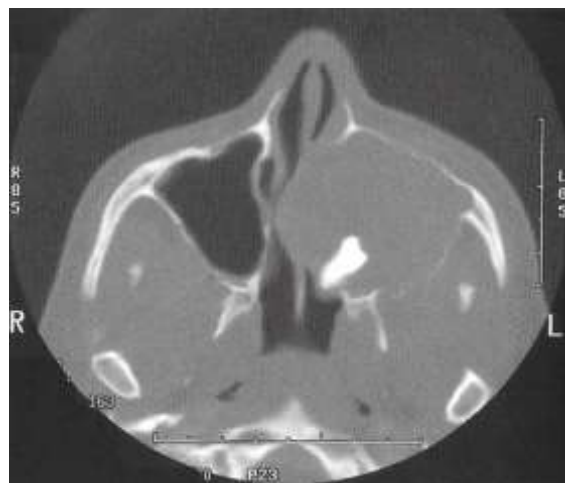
TC de mixoma odontogênico da maxila esquerda contendo um dente incluído
